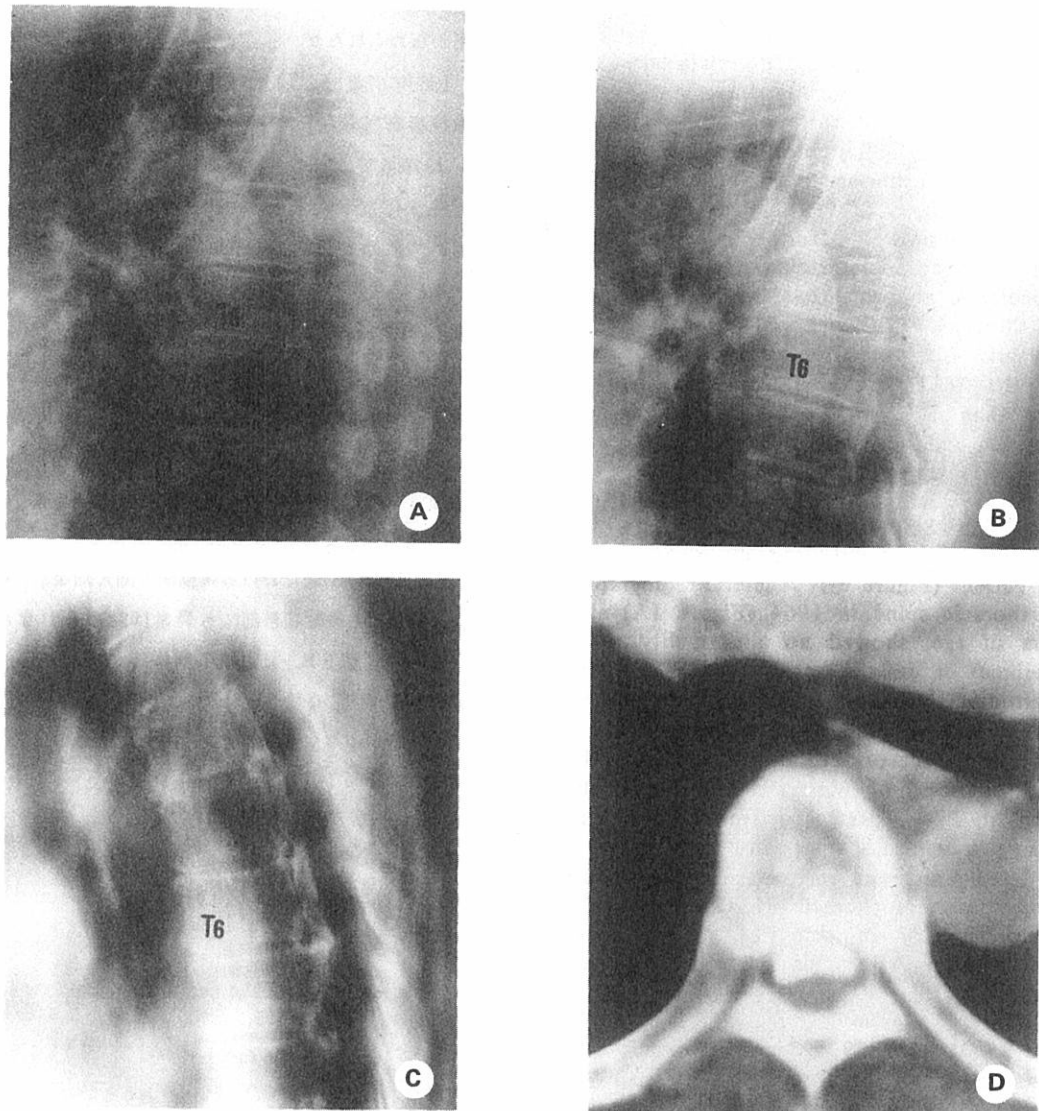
(Case 7) A: Lateral chest radiograph in 1960 at age 58 years reveals linear thoracic PLLO along the posterior aspects of the vertebrae from T4 to T8, inclusive; the vertebral bodies are unremarkable. B: Lateral chest radiograph in 1969 shows no definite interval change. C: Lateral tomogram of the thoracic spine in 1978 at age 77 years shows PLLO, and a linear radiolucency between it and the vertebrae, without interval change; the vertebrae are now minimally deformed and the intervertebral spaces are narrowed. D: Computed tomography section made at the level of T6-7 clearly shows marked ossification of the PLLO. The AP diameter of the spinal canal is more than 50% occluded; its transverse diameter is nearly entirely occluded.
